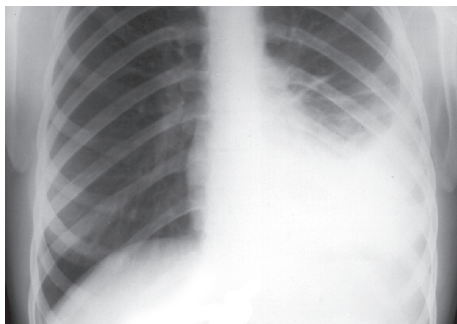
Рентгенограмма при экссудативном плеврите
